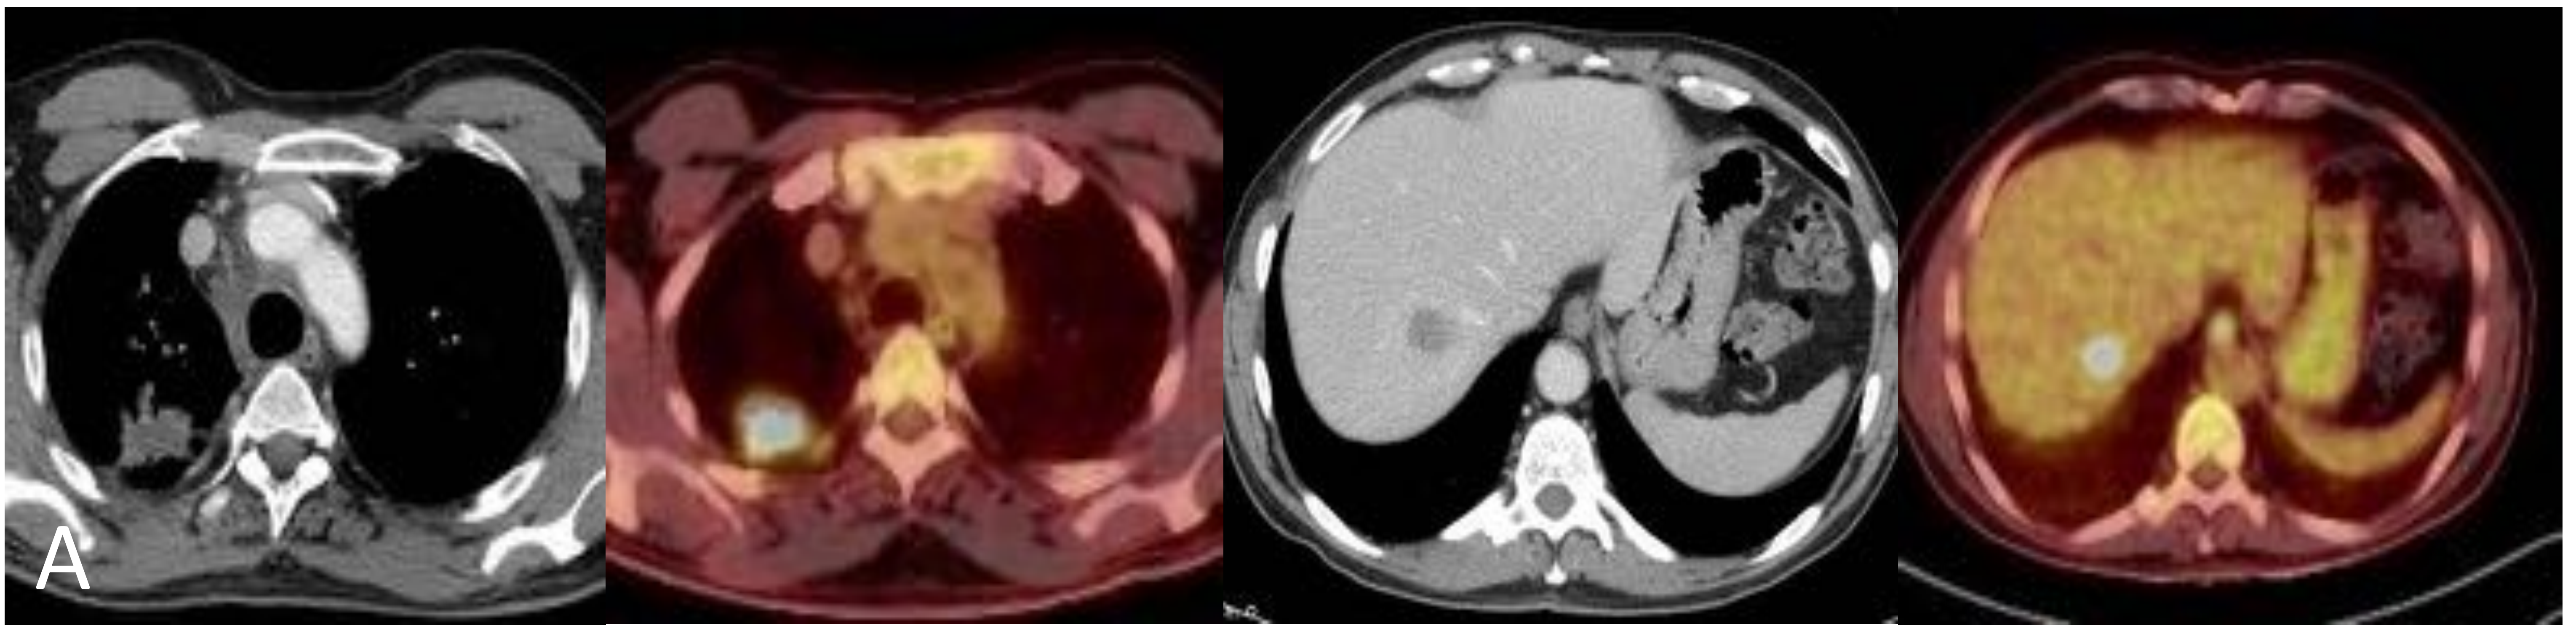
Ejemplo de respuesta disociada/paradójica: Paciente de 59 años con CP en progresión que inicia tratamiento de segunda línea con IT (pembrolizumab); la fila superior (A) corresponde a la PET/TC basal (pre-IT), la fila intermedia (B) corresponde a la PET/TC obtenida a las 12 semanas del inicio del tratamiento, mientras que la fila inferior (C) corresponde a la TC post-lobectomía superior derecha. (A) Imágenes basales (pre-IT) de PET/TC en las que se observa el tumor pulmonar primario en LSD y una metástasis hepática. (B) Imágenes de PET/TC a las 12 semanas del inicio de tratamiento en las que se aprecia una respuesta discordante de las lesiones tumorales: progresión pulmonar morfológica y metabólica pero respuesta favorable (completa) de la metástasis hepática. Dado el buen estado general del paciente, se decidió resear la lesión pulmonar (imagen C), lográndose una respuesta completa del paciente en estudios radiológicos posteriores
